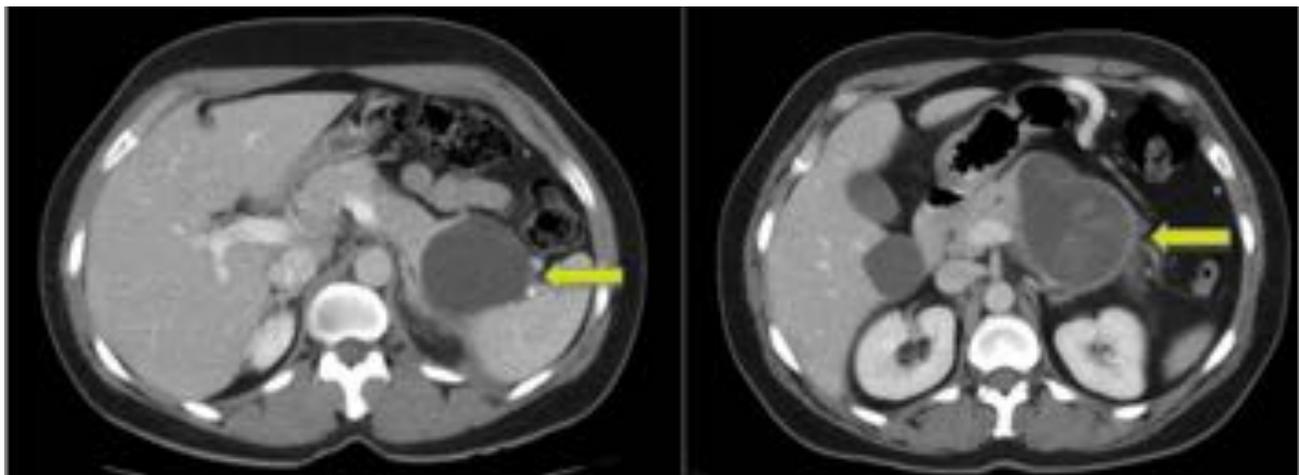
a) Mujer 40 años asintomática con hallazgo casual de lesión quística uniloculada macroquística en cola del páncreas 6 cm, sin septos ni lesiones nodulares ni áreas de realce. AP: cistoadenoma mucinoso. b) Mujer de 50 años con hallazgo incidental en uro-TC de lesión macroquística uniloculada pancreática de 12 cm con áreas de mayor densidad en su interior y pared gruesa. AP : cistoadenoCa mucinoso papilar de bajo grado.
